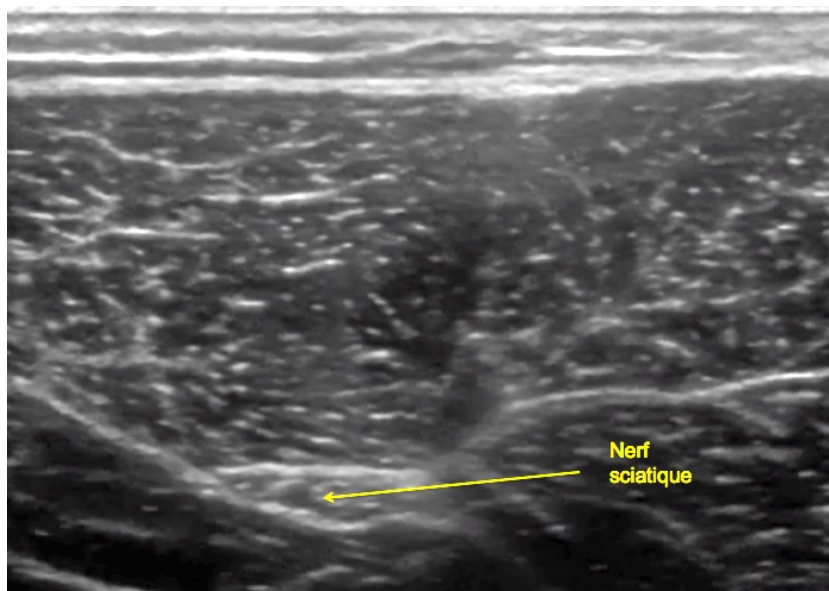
Bloc sciatique subglutéal, repérage échographique.
